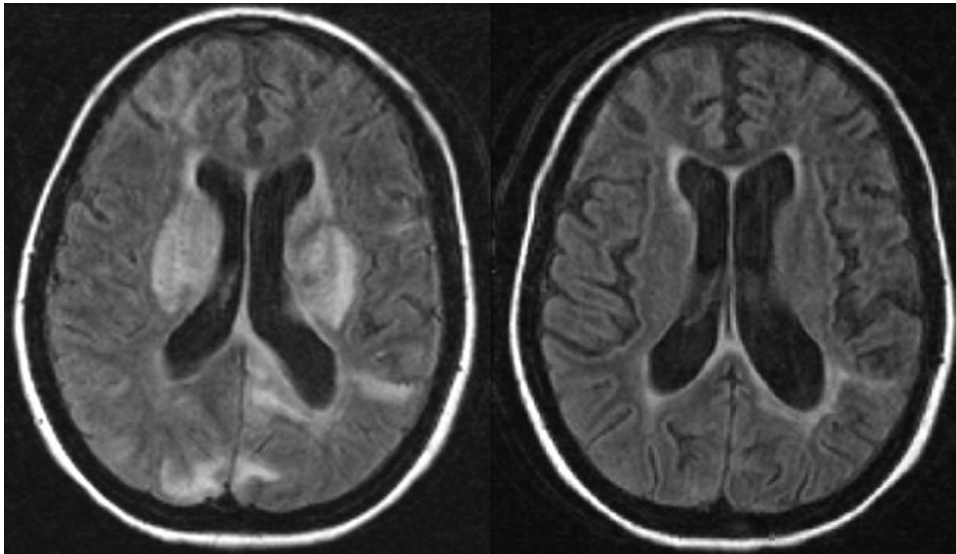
Brain MRI-T2 with FLAIR sequences showing parieto-occipital T2 hyperintensity without enhancement before (a) and after (b) therapy (case 2).
